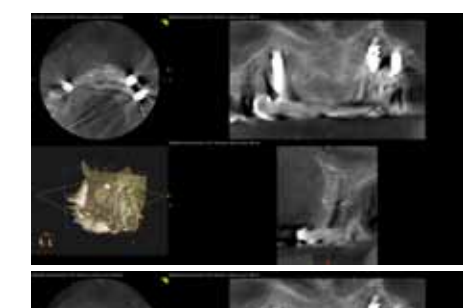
/ 17 A circa 4 mesi e mezzo viene effettuata una TAC Cone Beam di controllo ed appare evidente come il segmento osseo rigenerato con la dentina trattata appaia più omogeneo e neutro di quello trattato con osso bovino deantigenato. La foto 16 rappresenta il segmento rigenerato con la dentina; si nota chiaramente la presenza della corticale vestibolare. Nella foto 17 appare assente la corticale vestibolare nella zona 21-22 rigenerata con osso deantigenato.
